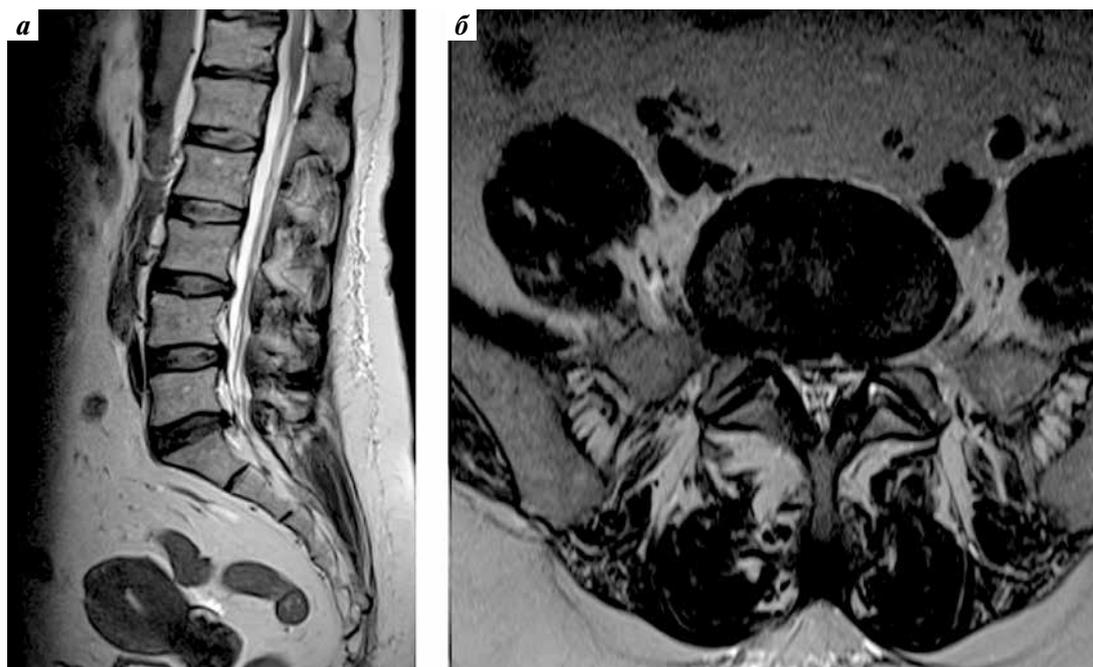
Магнитно-резонансная томография пояснично-крестцового отдела позвоночника пациентки Б.: а – сагиттальный срез; б – аксиальный срез
